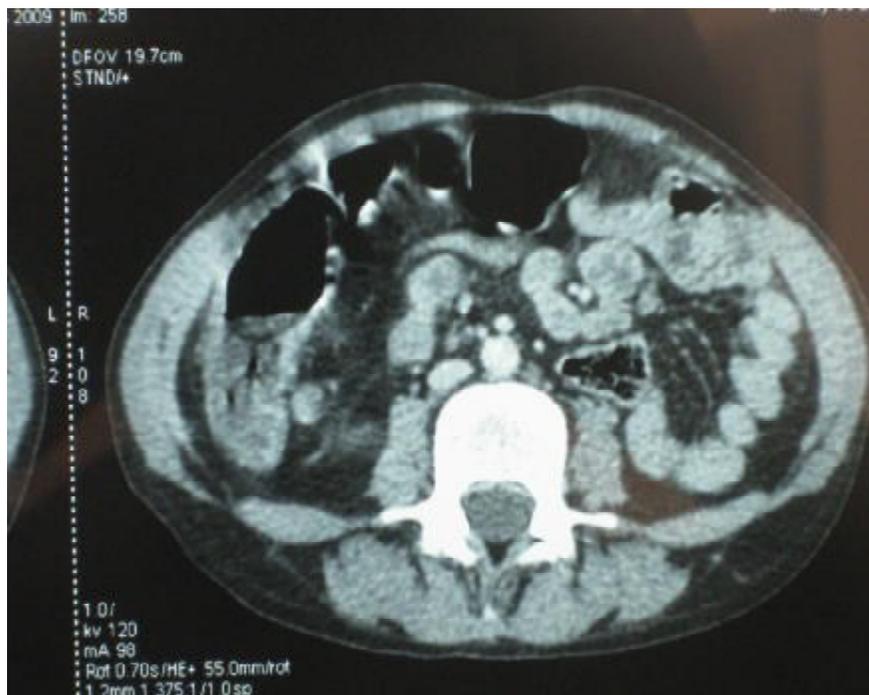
TDM abdominale: épaissement digestif
